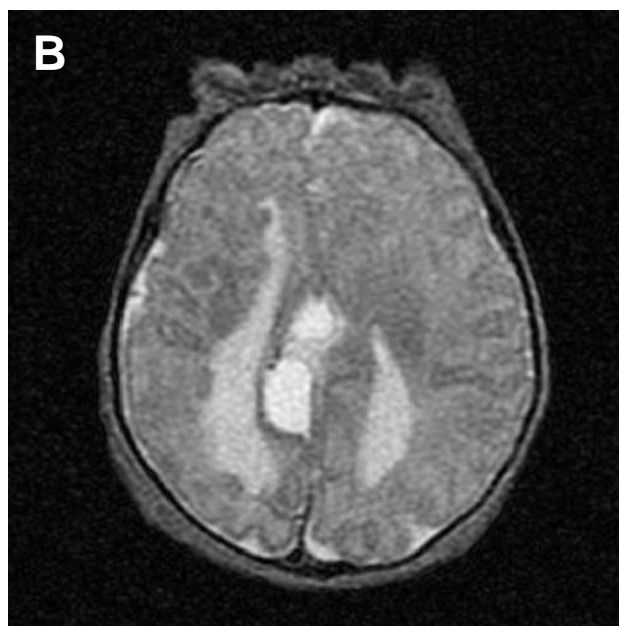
Resonancia magnética que evidencia ventriculomegalia y ausencia del cuerpo calloso. Se observa un quiste interhemisférico que en ocasiones se manifiesta en pacientes con agnesia del cuerpo calloso.
